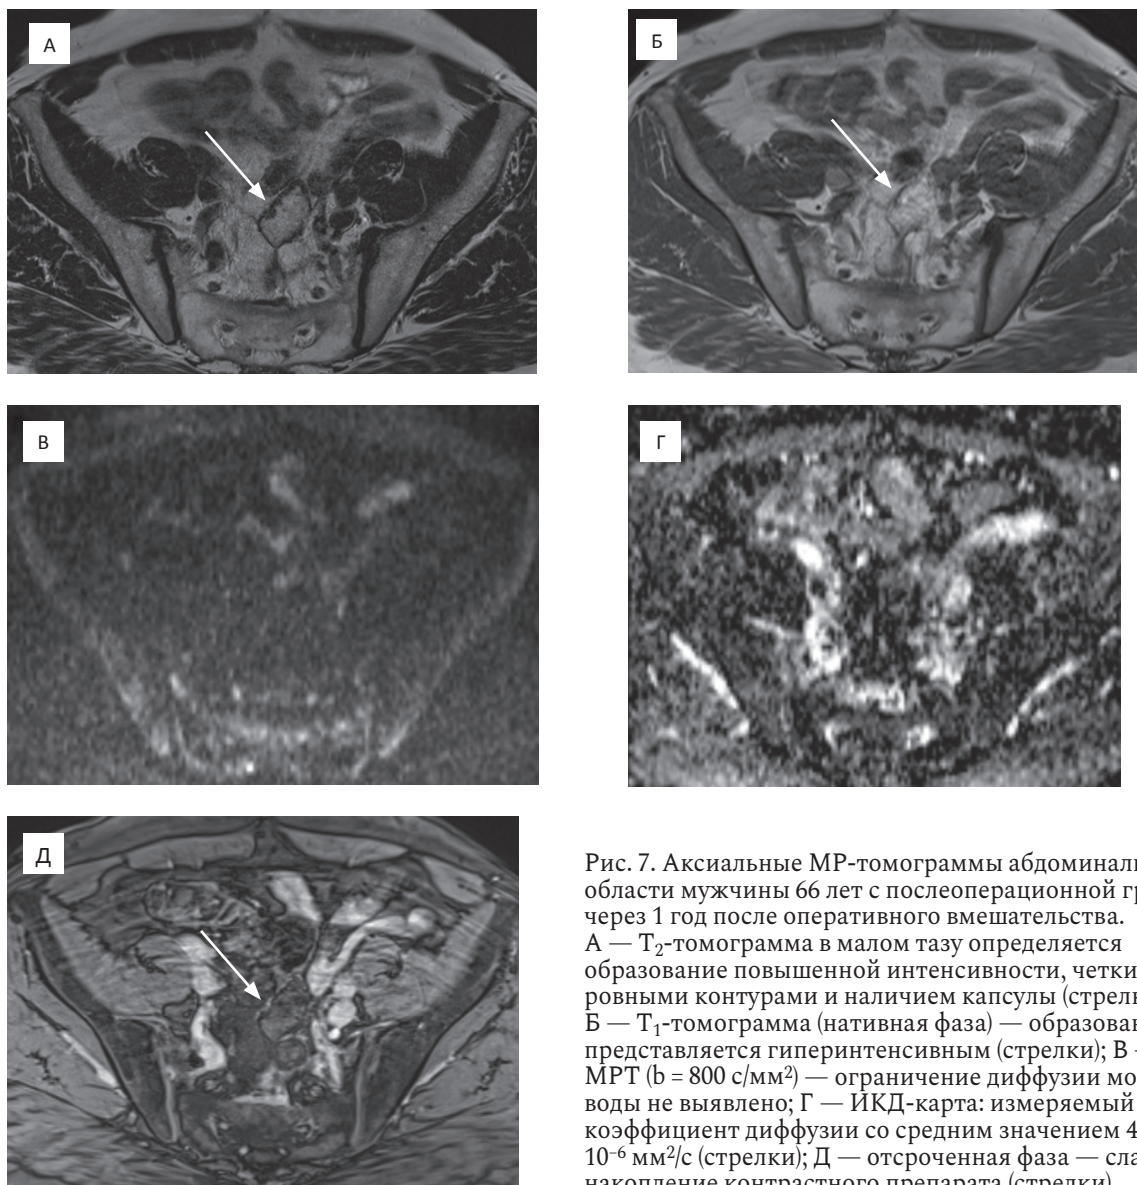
Аксиальные МР-томограммы абдоминальной области мужчины 66 лет с послеоперационной гранулемой через 1 год после оперативного вмешательства. А — T_2 -томограмма в малом тазу определяется образование повышенной интенсивности, четкими ровными контурами и наличием капсулы (стрелки); Б — T_1 -томограмма (нативная фаза) — образование представляется гиперинтенсивным (стрелки); В — ДВ-МРТ ($b = 800 \text{ с/мм}^2$) — ограничение диффузии молекул воды не выявлено; Г — ИКД-карта: измеряемый коэффициент диффузии со средним значением $489 \times 10^{-6} \text{ мм}^2/\text{с}$ (стрелки); Д — отсроченная фаза — слабое накопление контрастного препарата (стрелки)
